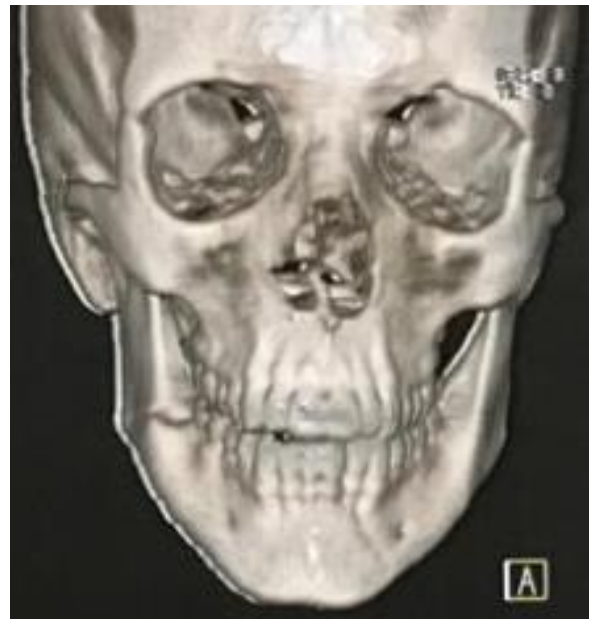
Reconstrução 3D da Tomografia Computadorizada com a fratura de ângulo direito e parasínfise esquerda.
